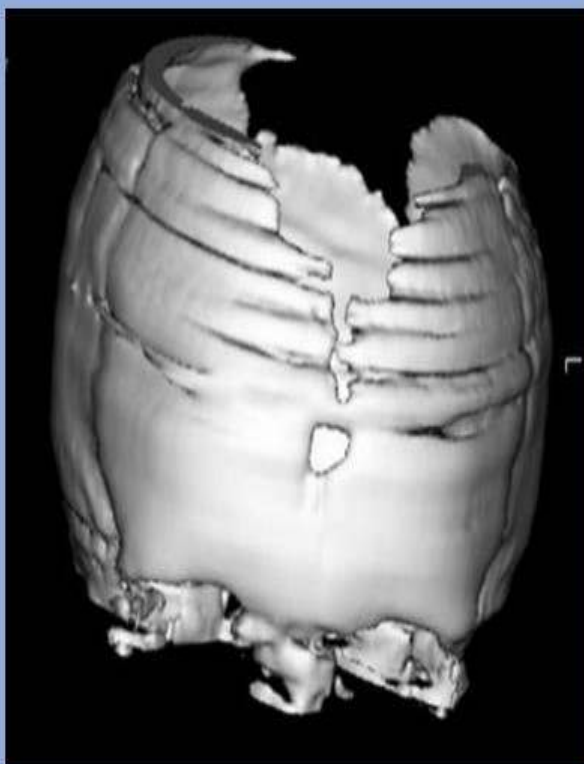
3D TC. a- and b-vista anteroposterior. b- El defecto mayor ha sido marcado en rojo y el segundo en azul.
